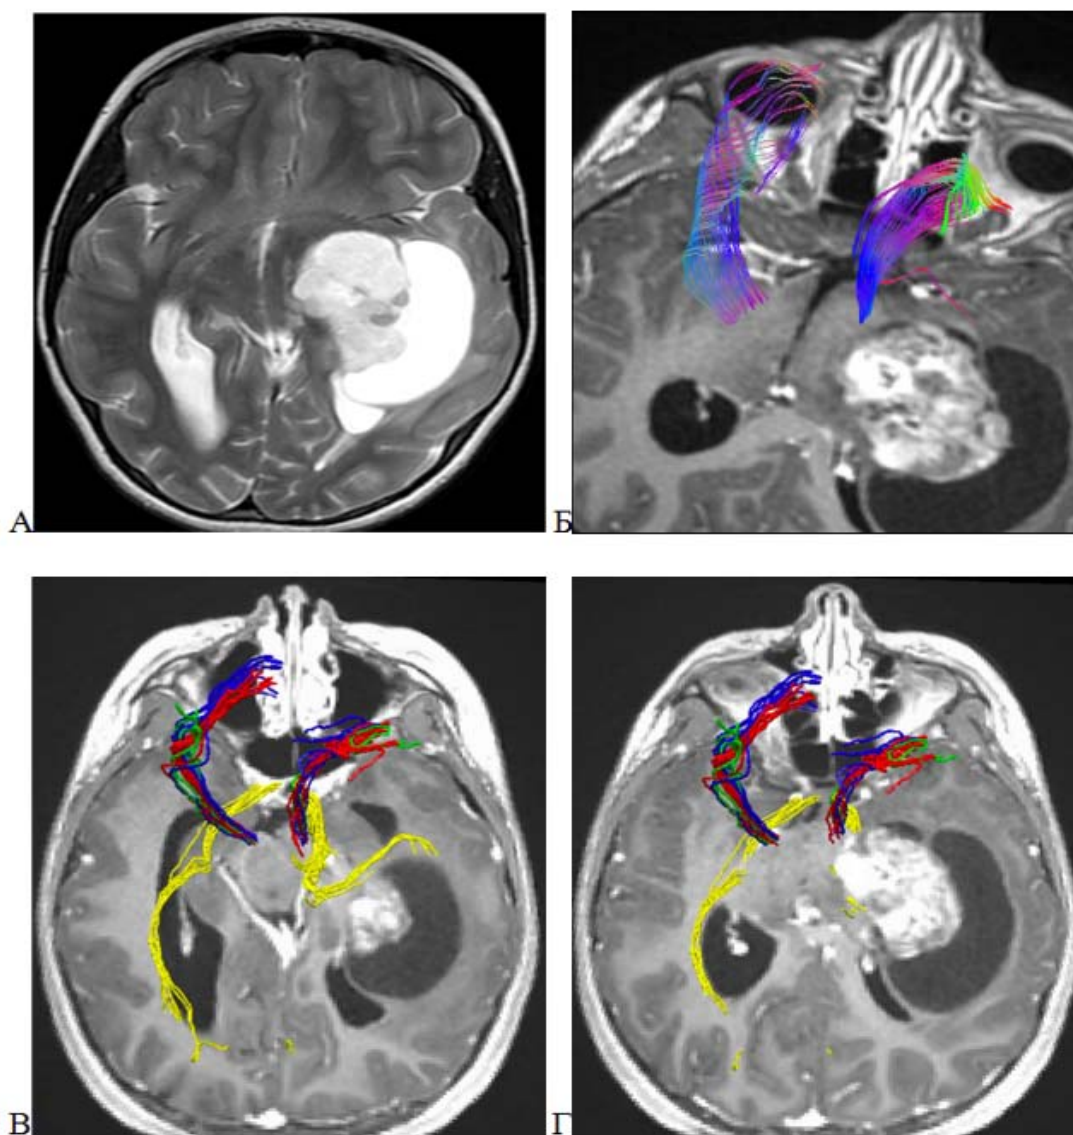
Пилоидная астроцитома, WHO grade 1, задних отделов зрительного тракта слева. А – МРТ головного мозга, T2-последовательность в аксиальной проекции; Б – стандартная МР-трактография, T1-последовательность с контрастным усилением в аксиальной проекции. КСТ (синий цвет) расположен спереди и медиально; В,Г – CSD-HARDI МР-трактография, T1-последовательность с контрастным усилением в аксиальной проекции, 3D реконструкция. Волокна КСТ – зеленый, синий и красный цвет, зрительный тракт желтым цветом. Реконструирован сохраненный левый зрительный тракт, к которому прилежит медиальный край опухоли (зона исходного роста)
